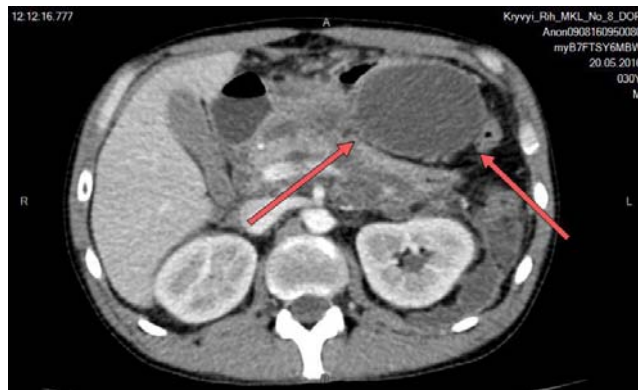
Пацієнт Т., 30 років. На КП-КТ наявне утворення рідинної щільності біля підшлункової залози, яке обмежене щільною капсулою. Враховуючи перенесений в анамнезі набряковий панкреатит є підстави говорити про формування у пацієнта панкреатичної псевдокісти
